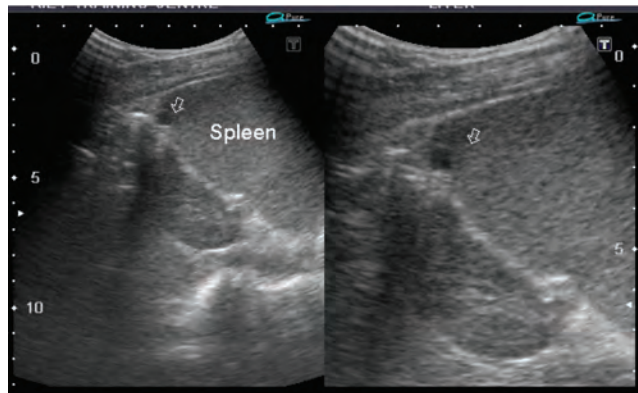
УЗИ-сканирование через левые межреберные промежутки. Подкапсульно, в верхнем полюсе (слева) визуализируется анэхогенный участок — гематома (указана стрелкой). Справа — сканирование с применением функции ZOOM
